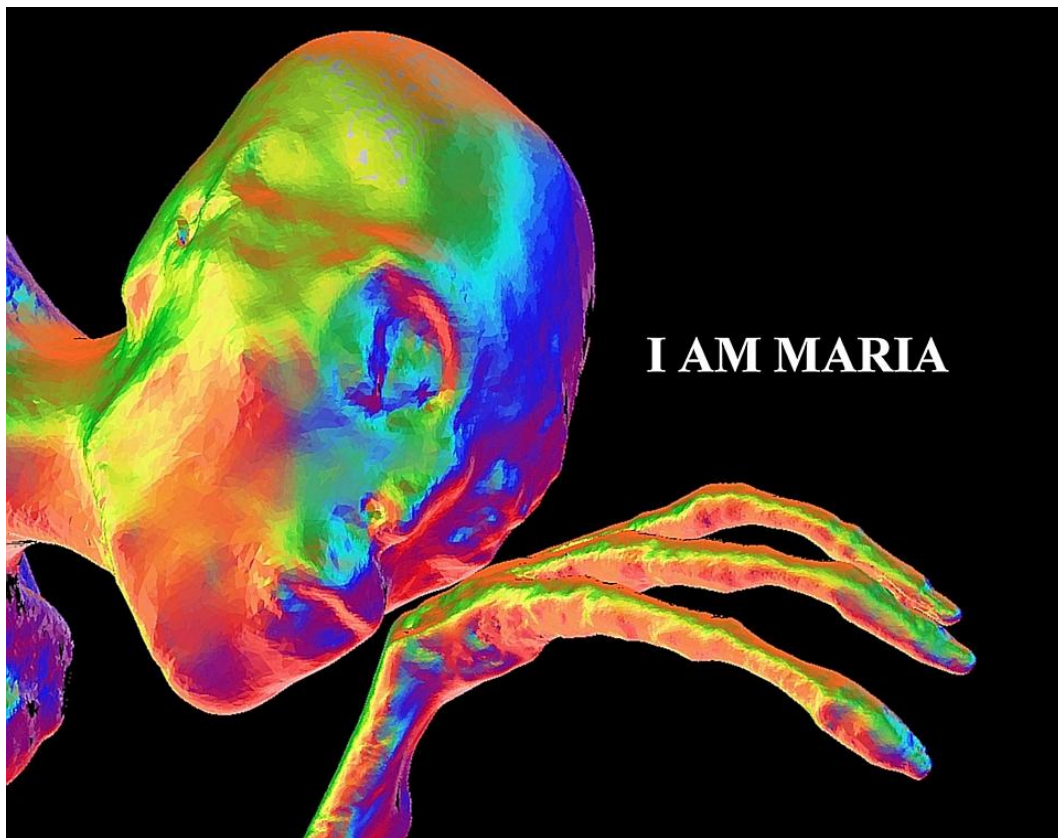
Obra artística creada a partir de TC 3D que muestra el rostro de 'María' y su mano tridáctila con dedos muy largos.
